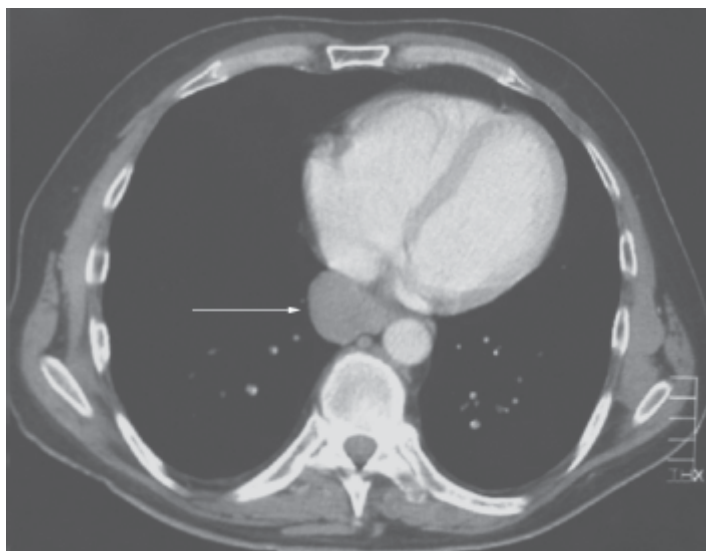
Cisto broncogênico. Tomografia computadorizada de tórax, mostrando um cisto broncogênico (*seta*).
